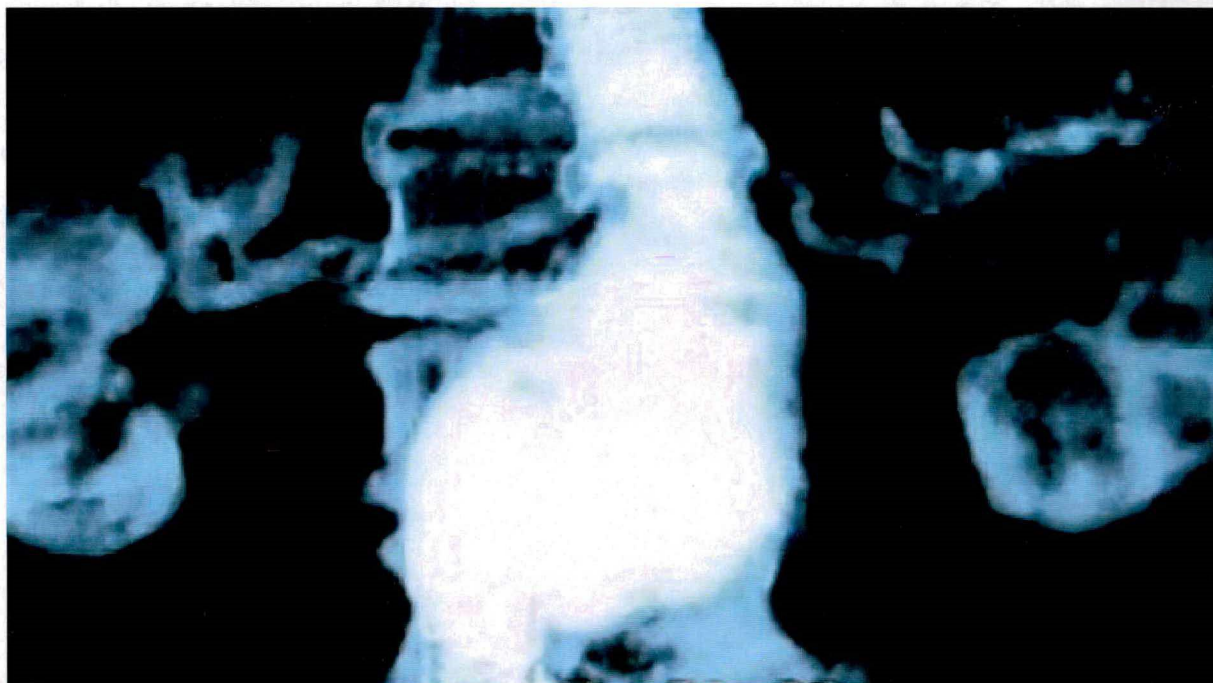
Tomografia Computadorizada Helicoidal mostrando um colo cônico.
